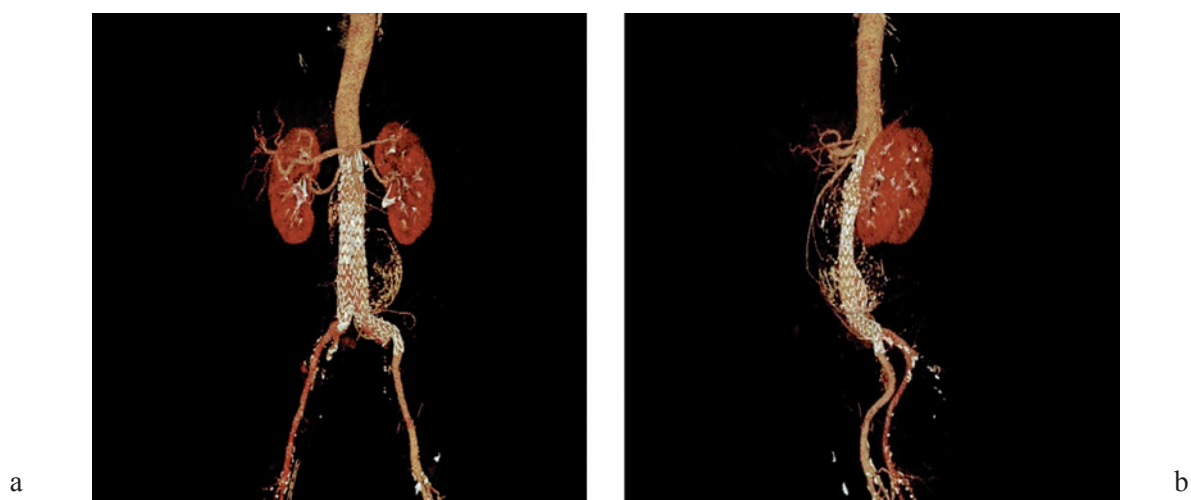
3D-реконструкция интраоперационной КТ-аортографии. Вид спереди (а), сбоку (b)
